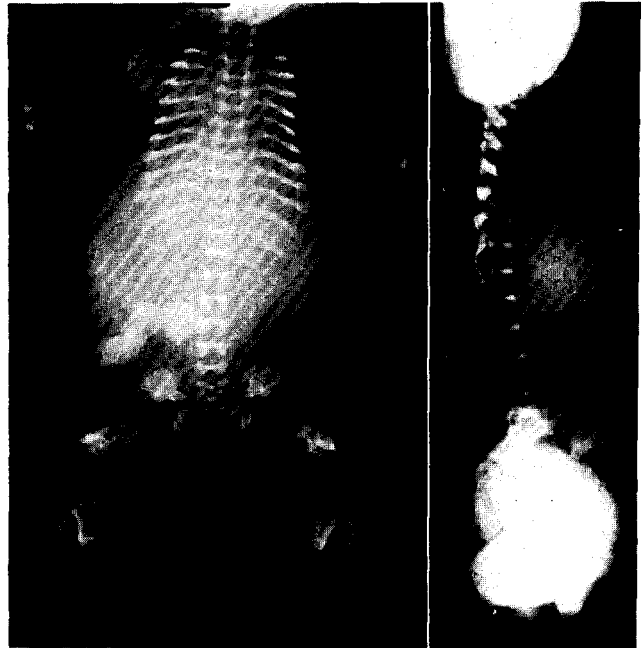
Thanatophoric dwarfism のX線写真
